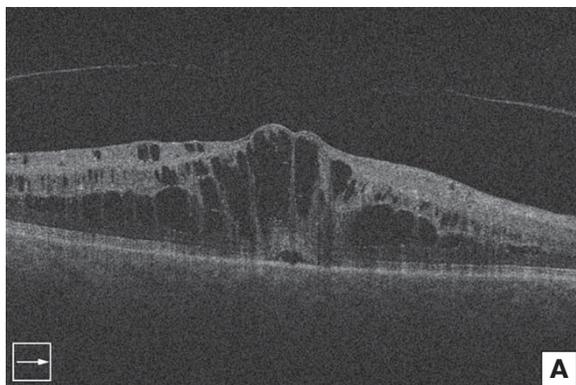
Томограмма сетчатки левого глаза пациентки В. (октябрь — ноябрь 2014 г.) до (А) и после (Б) лечения.
